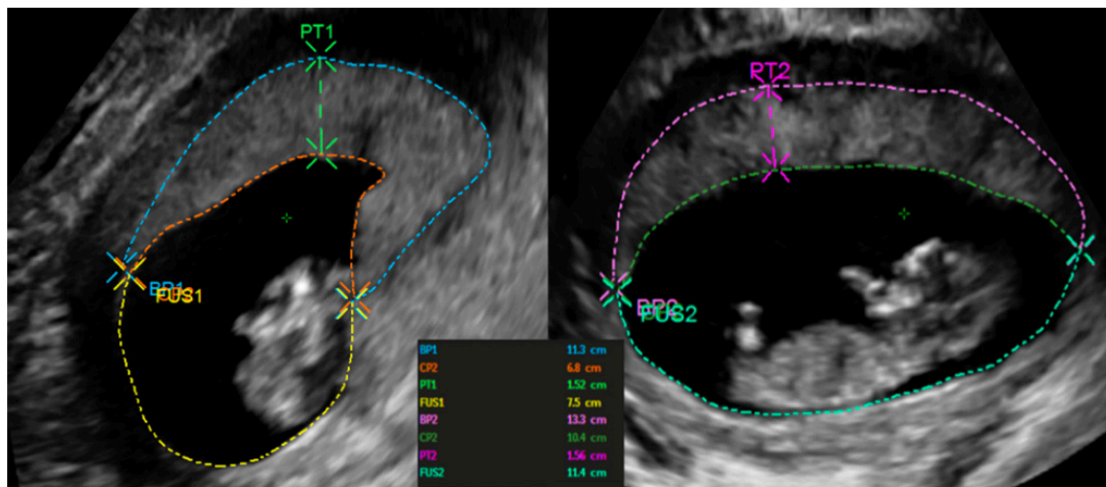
Measurement of placental biometry with 2D ultrasound. All variables were measured at the largest view of the placenta in 2 orthogonal planes. BP, basal plate; CP, chorionic plate; PT, placental thickness; FUS, free uterine surface area not occupied by placenta.
